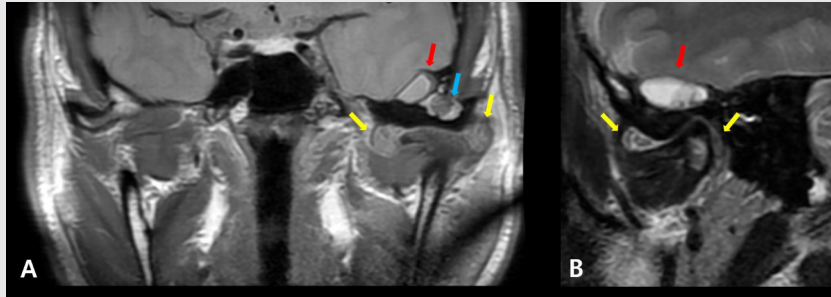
Preoperative MRI (T2) images. (A) Coronal view. (B) Sagittal view. The preoperative MRI image showed a cystic lesion (red arrow) at the base of the skull, a lesion in the temporal squamous cell area (blue arrow), and anterior, posterior, medial, and lateral calcified nodules (yellow arrow) in the left temporomandibular joint cavity.
